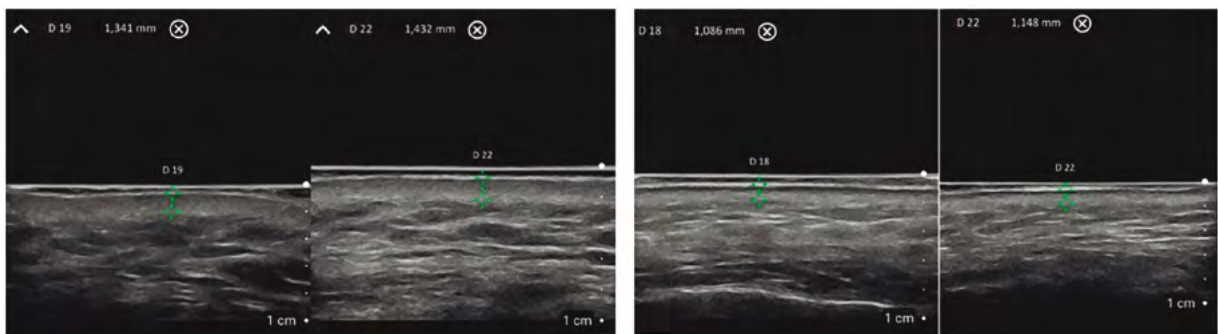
Ecografías realizadas antes de comenzar el protocolo combinado de tratamiento y 90 días después de terminado. Izquierda: paciente 12 del estudio, de 43 años, fototipo III, donde se observa aumento del espesor de la dermis de 0,3 mm. Derecha, en la paciente 2 del estudio, de 55 años, fototipo III, se obtuvo un aumento de 0,4 mm en espesor de la dermis.
